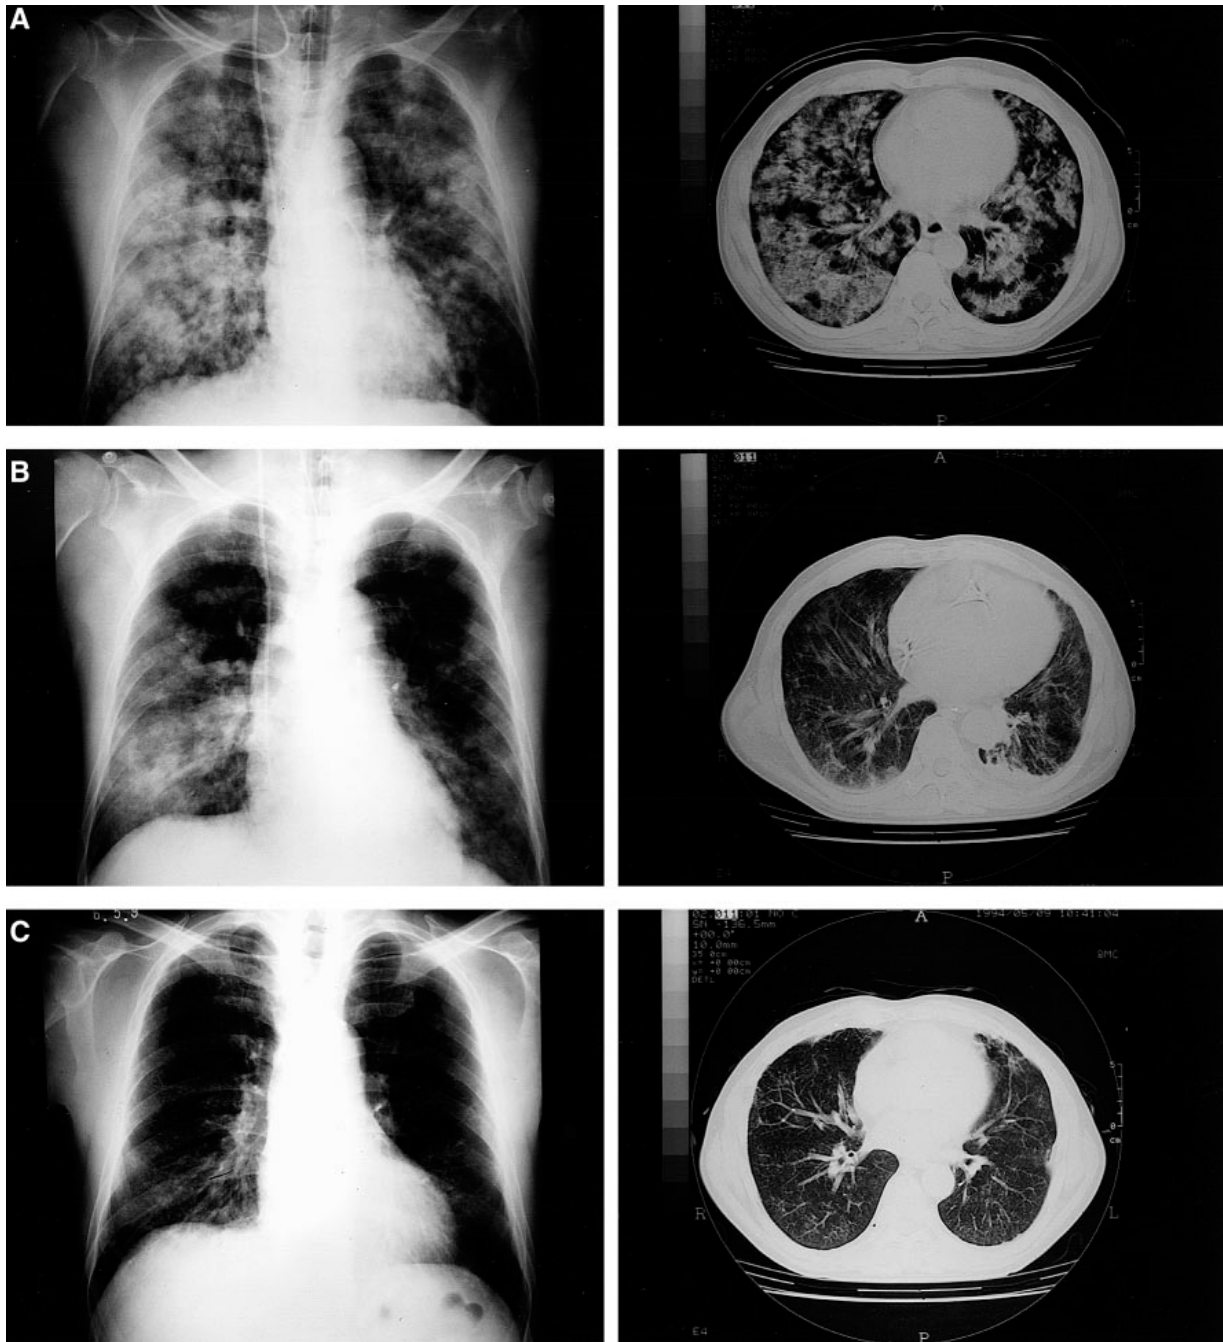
Radiograma de pecho y escaneo de CT de pulmones en el paciente del caso 1.
